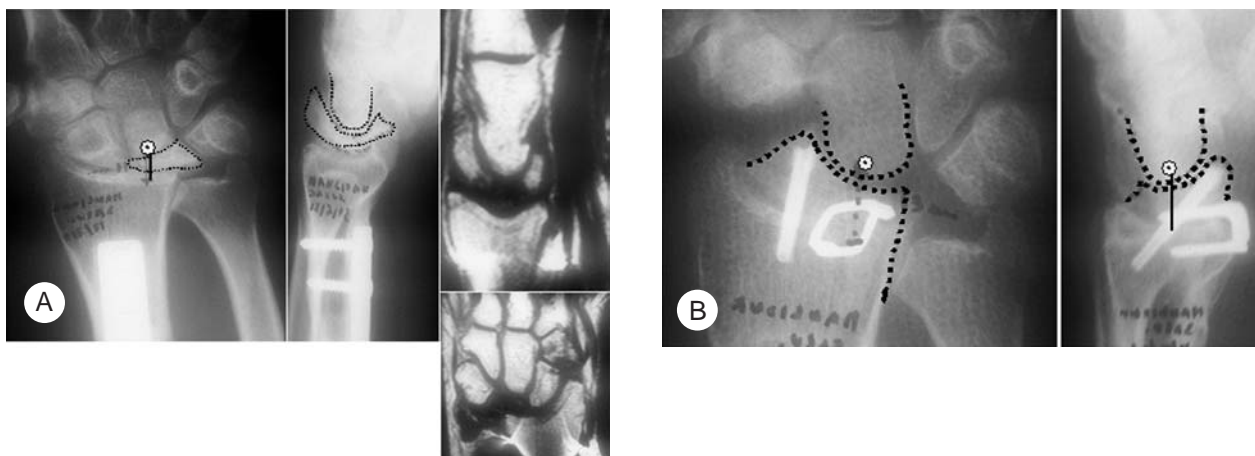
Caso n° 9. A) Morbo di Kienböck evoluto al IV stadio in fallimento di osteotomia del radio distale. Nel riquadro a sx ed al centro, evidente dislocazione del centro di rotazione con collasso carpale evoluto nonostante l'osteotomia di accorciamento del radio distale praticata 2 anni prima. Nei riquadri a dx, la RMN che documenta il buon trofismo cefalico del capitato e della fossetta lunata del radio distale indica la praticabilità dell'intervento. B) Il controllo radiografico 12 mesi dopo la RCM (nella variante di osteotomia di sollevamento della fossetta lunata del radio distale) documenta la buona ricostruzione carpale con il risalimento del centro di rotazione e la stabilizzazione cefalica del capitato.
